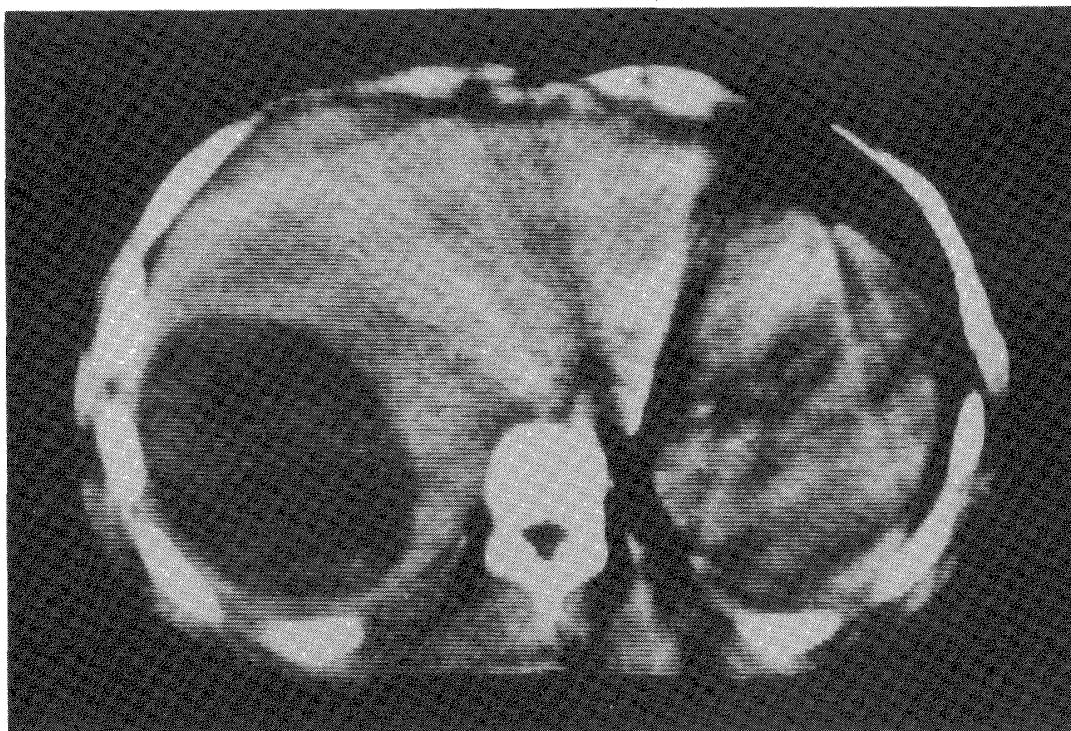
CT-gram revealed a large liver abscess in the right lobe.
